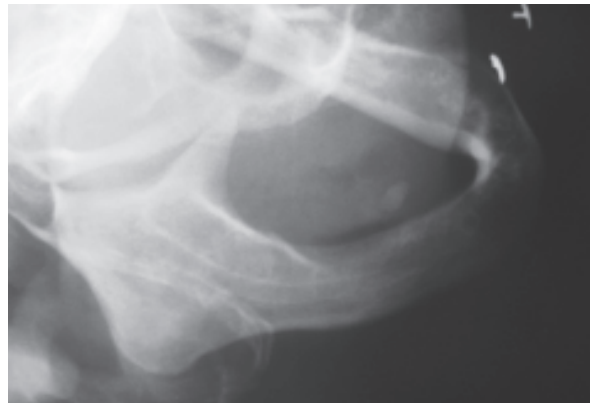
Radiografia lateral oblíqua de mandíbula mostrando o sialolito. (Caso Clínico II)
